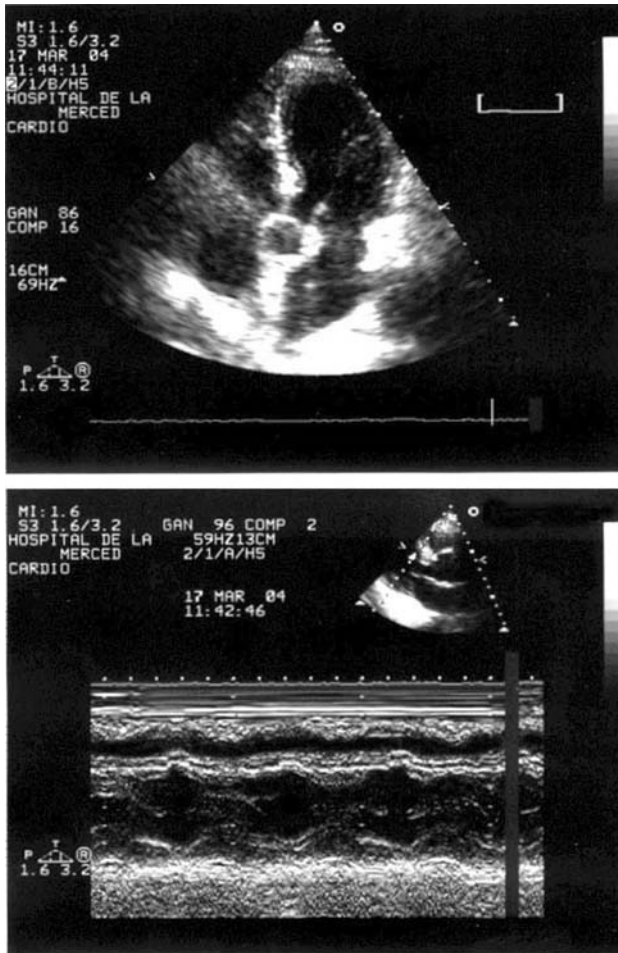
Ecocardiografía transtorácica realizada a los 2 años tras recuperar el estado eutiroideo. Imágenes superior e inferior igual que en la figura 2.
